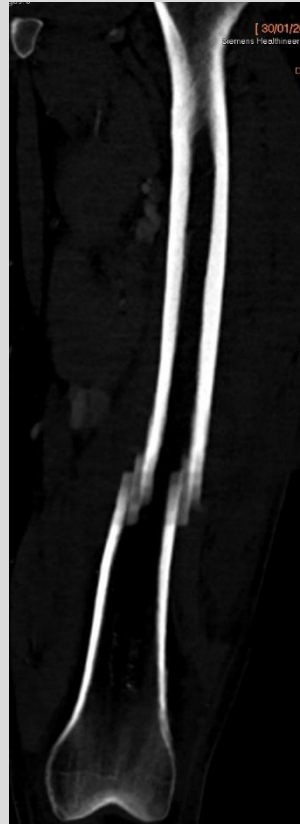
Reconstrucción coronal de TC de miembro inferior en ventana ósea
